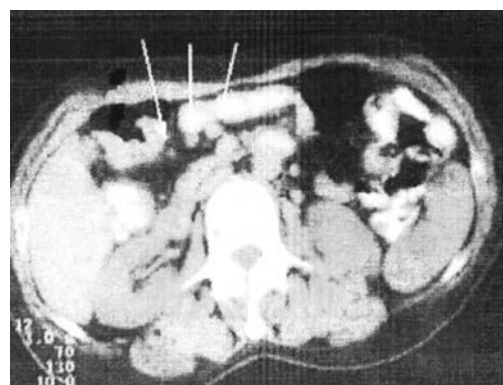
КТ – утолщение стенки ободочной кишки (стрелка в центре) и увеличенные лимфатические узлы (стрелки слева и справа).
